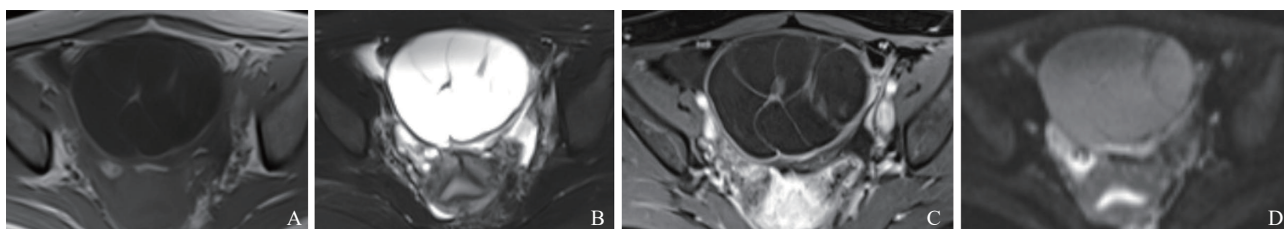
典型病例4 (患者, 女性, 30岁, 左侧MBOT) MRI图像
